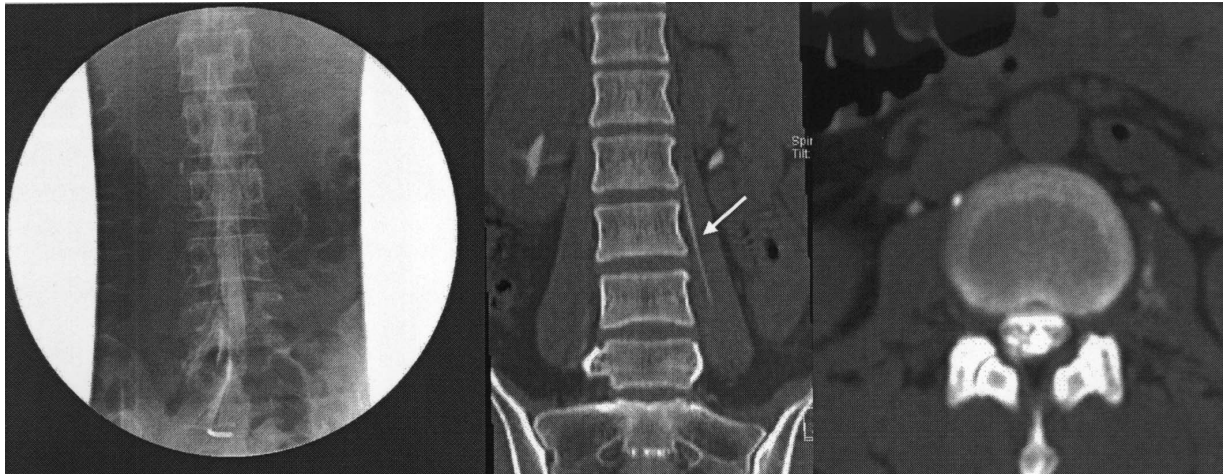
Myelography and computerized tomographic myelography images show the underlying spontaneous cerebrospinal fluid leak in the lower lumbar spine. There is an extrathecal contrast media in the left psoas muscle (arrow).
